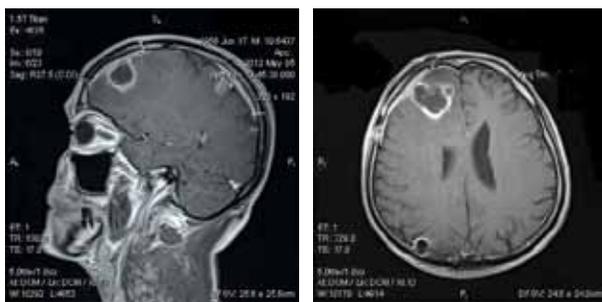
Контрольная МРТ головного мозга в T1-режиме с контрастным усилением, сагитальная проекция, с контрастным усилением (05.05.12): в правой теменной доле данных за продолженный рост нет, в правой лобной доле в кортикальных отделах конвексительно, прилежа к послеоперационной полости, отмечается очаг контрастирования до 13x14x9 мм, окруженный перифокальным отеком
